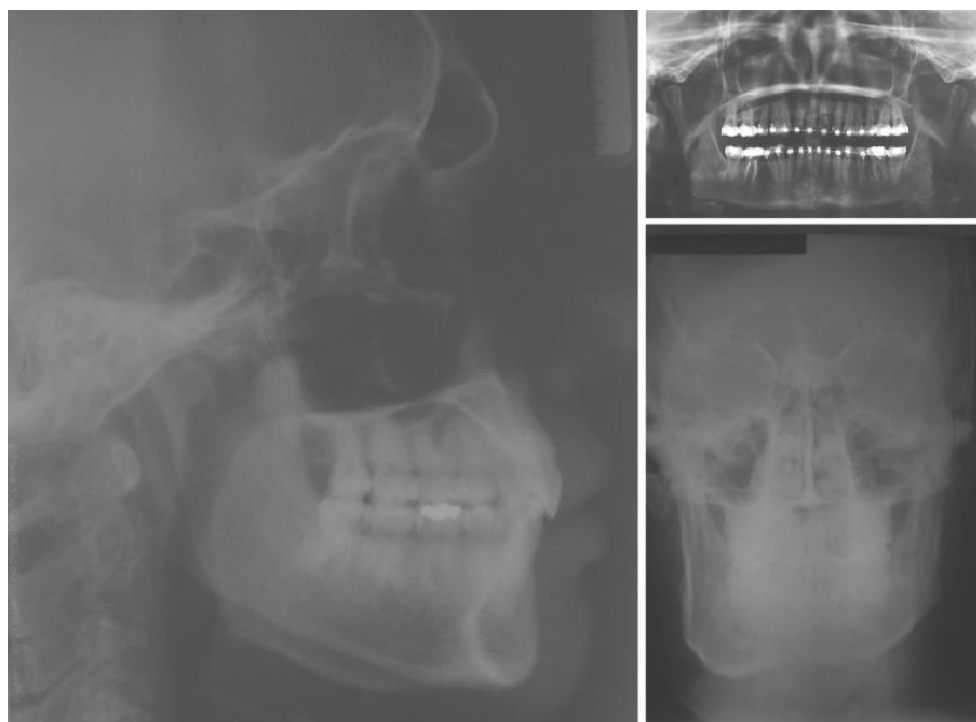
Radiografias de rotina para o planejamento de cirurgias ortognáticas. A: Radiografia cefalométrica; B: Radiografia panorâmica e C: Radiografia PA da face.
